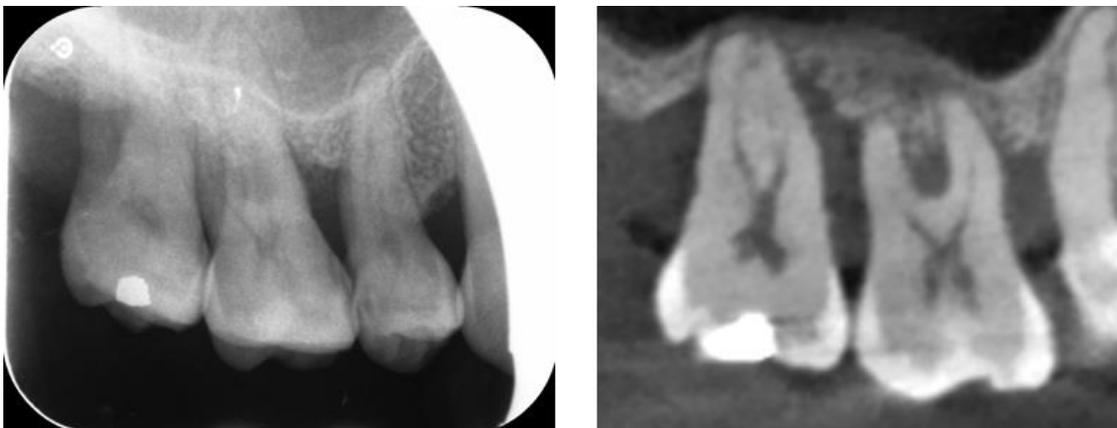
17 sur une radiographie rétro-alvéolaire (à gauche) et sur une coupe sagittale du CBCT (à droite) (examens radiographiques du Dr CALVO)
